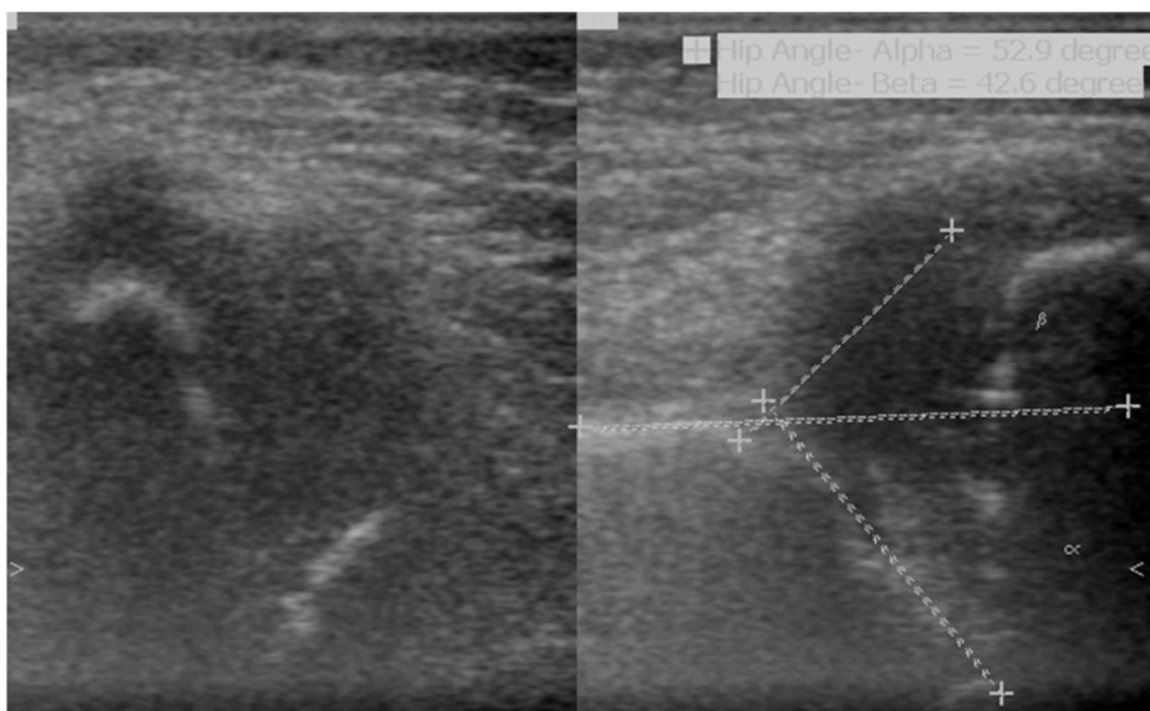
Ecografia pós-natal às 6 semanas de criança com luxação da anca, corte axial (imagem da direita) e coronal (imagem da esquerda) e medição de ângulos α e β . (imagem adaptada de Matrawy 2014)
